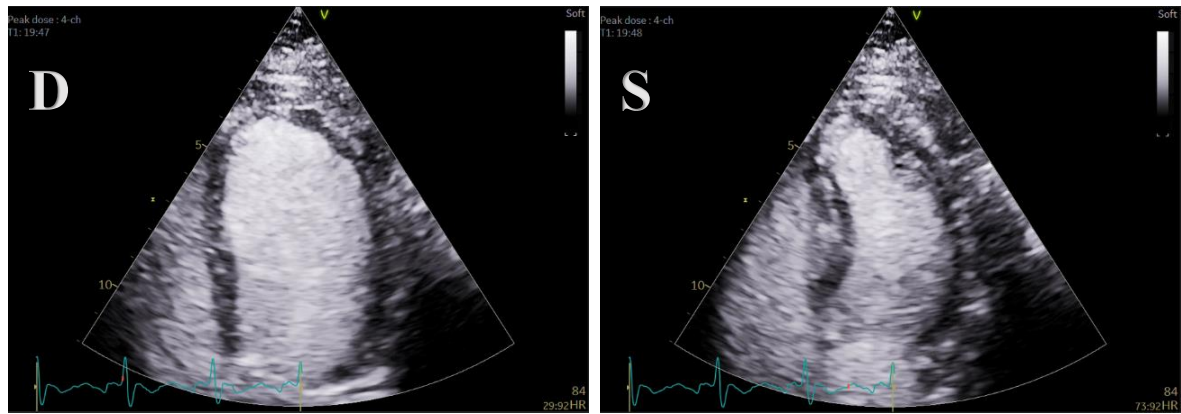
Janela apical 4 câmaras, em (D) diástole e (S) sistole, com administração de fármaco em dose máxima.
